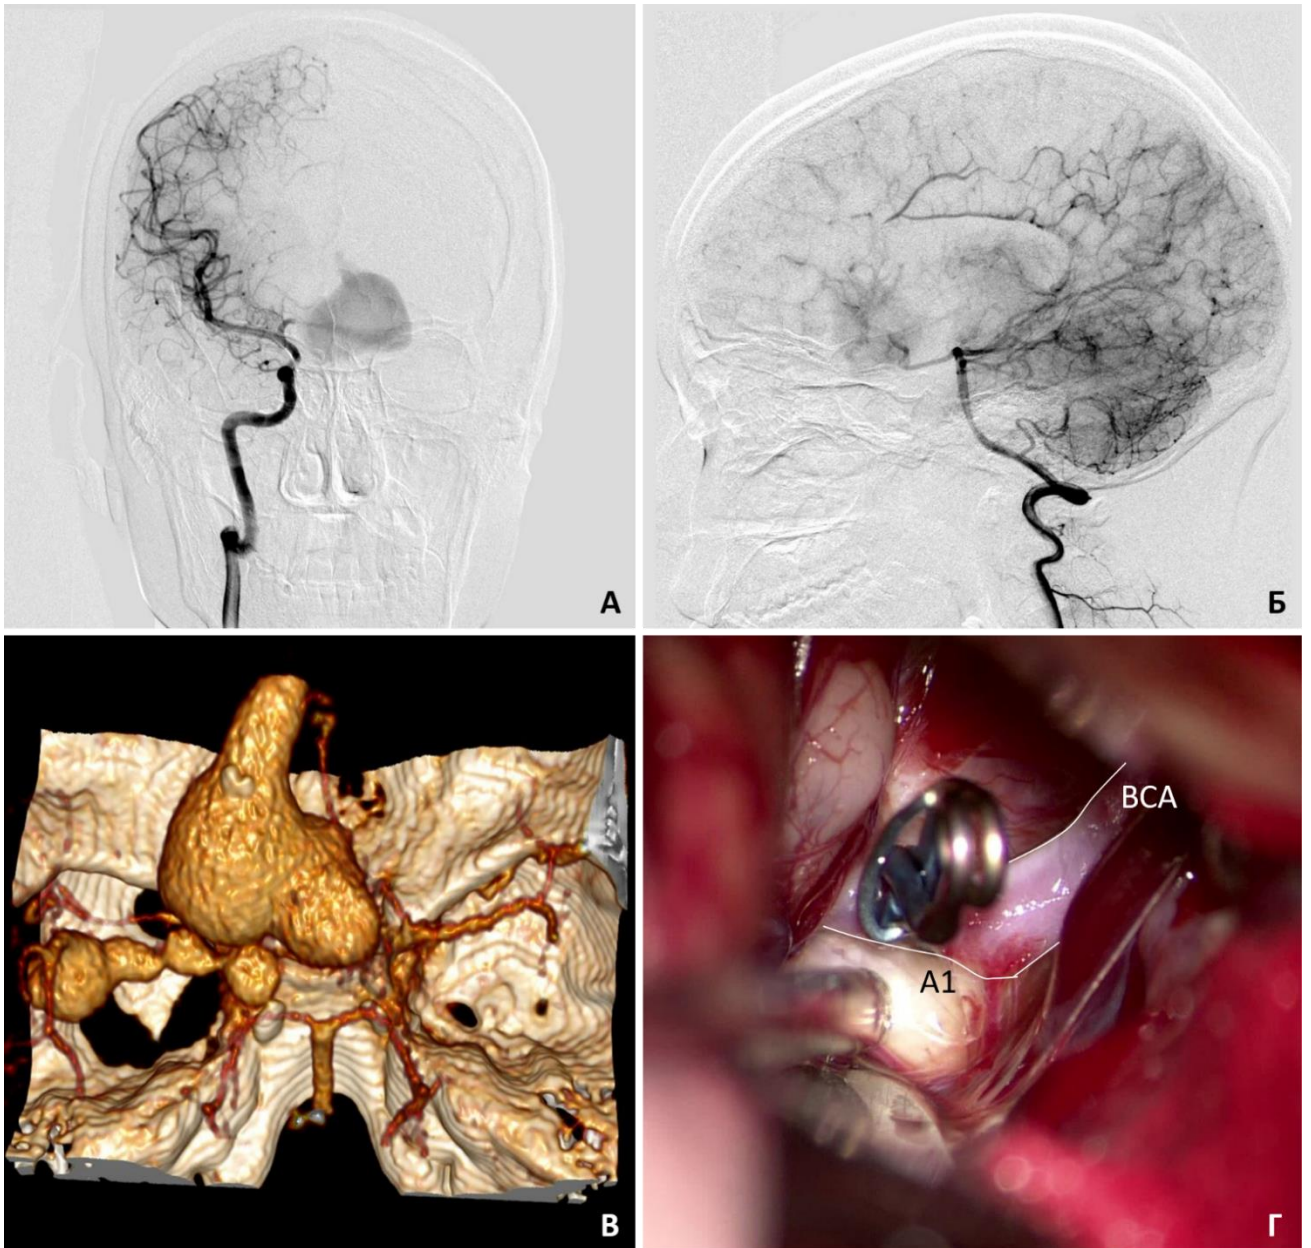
Гигантская частично тромбированная коммуникантная аневризма. А – ЦАГ, правый каротидный бассейн, дистальный бассейн правой ПМА не наполняется; Б – ЦАГ, вертебро-базиллярный бассейн, ретроградное заполнение бассейна правой ПМА через анастомозы с ЗМА; В – вид аневризмы на КТ-ангиографии; Г – интраоперационное фото, выполнено проксимальное клипирование А1 сегмента на уровне входа в аневризму
